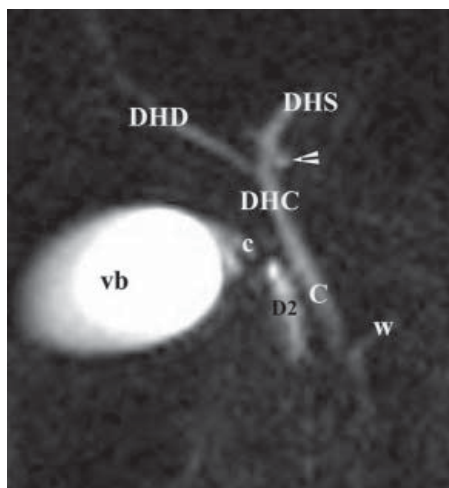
Colangio-RM. Aspect normal
